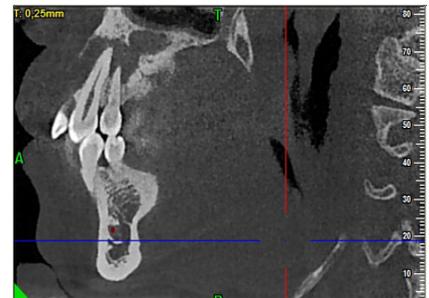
CBCT. Corte Sagital
